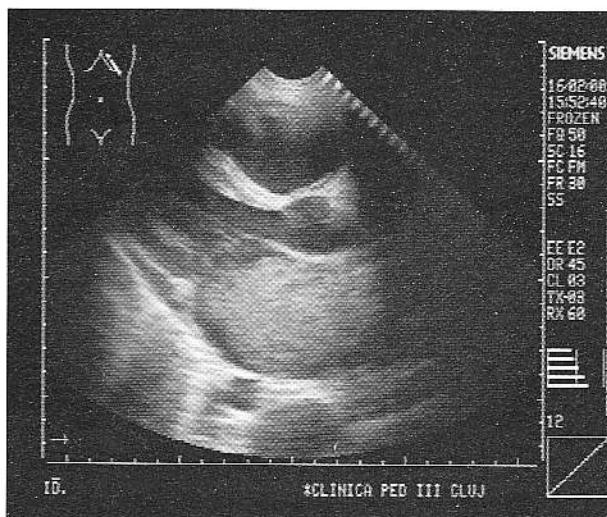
Parasternal ax lung, sistolă: atriu stâng mult dilatat, conținând o formațiune tumorala gigantă.
